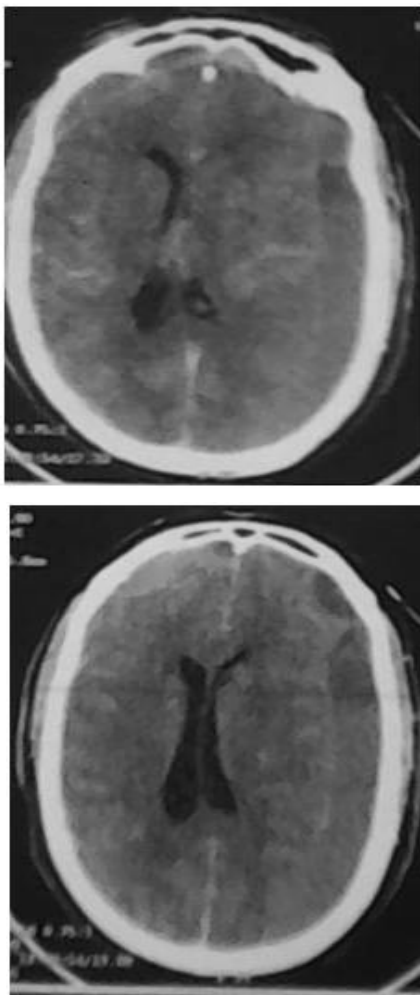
TDM en coupe axiale : HSD bilatéral fronto-pariétal, isodense à droite et hypodense à gauche, avec effet de masse sur le VL gauche
